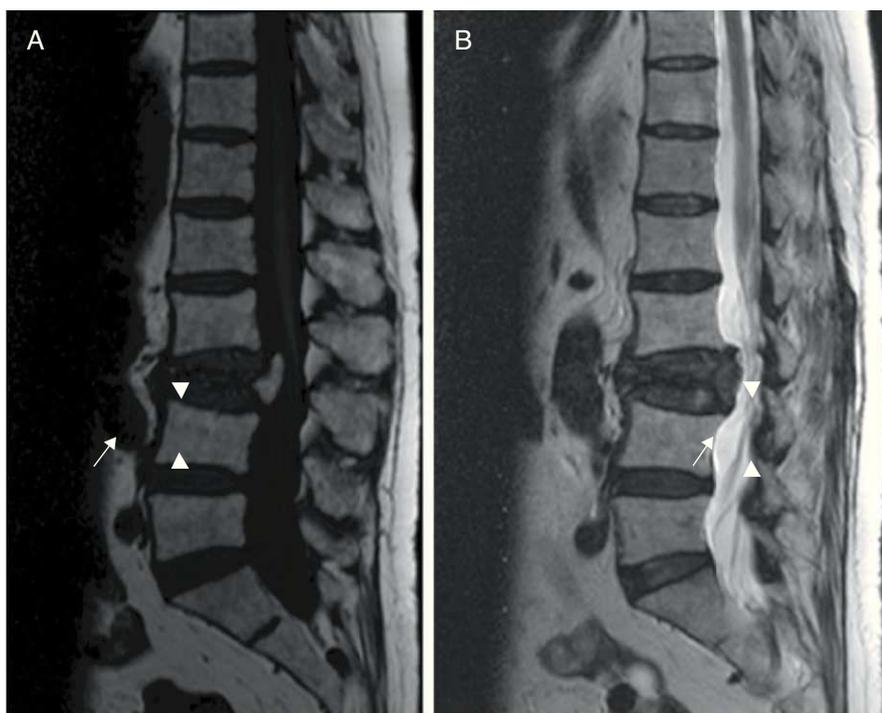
Cortes sagitales en RM en secuencia T1 (A) y T2 (B) mostrando la imagen de vacío de señal en ambas secuencias, secundaria a aire intravertebral. No se objetivan signos de infiltración de la médula ósea ni afectación de partes blandas.
